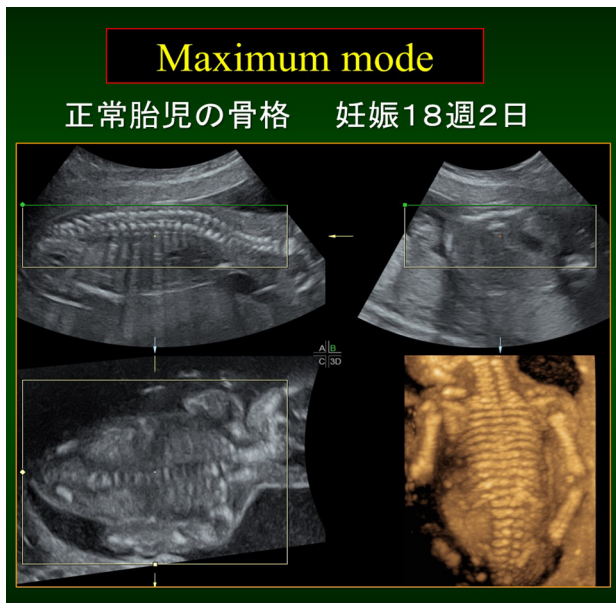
3次元超音波による胎児骨格の3次元像
